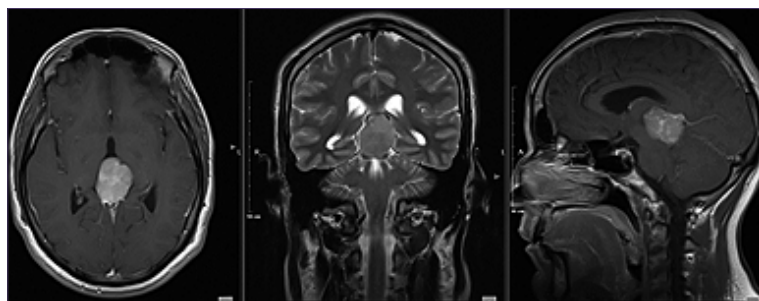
RMN encéfalo del 4.07.2023 de gemelo n° 2, corte axial, coronal y sagital con evidencia de lesión en región pineal de comportamiento heterogéneo con dimensión de 4x5x4,5 cm, con realce al medio de contraste de manera homogénea.
